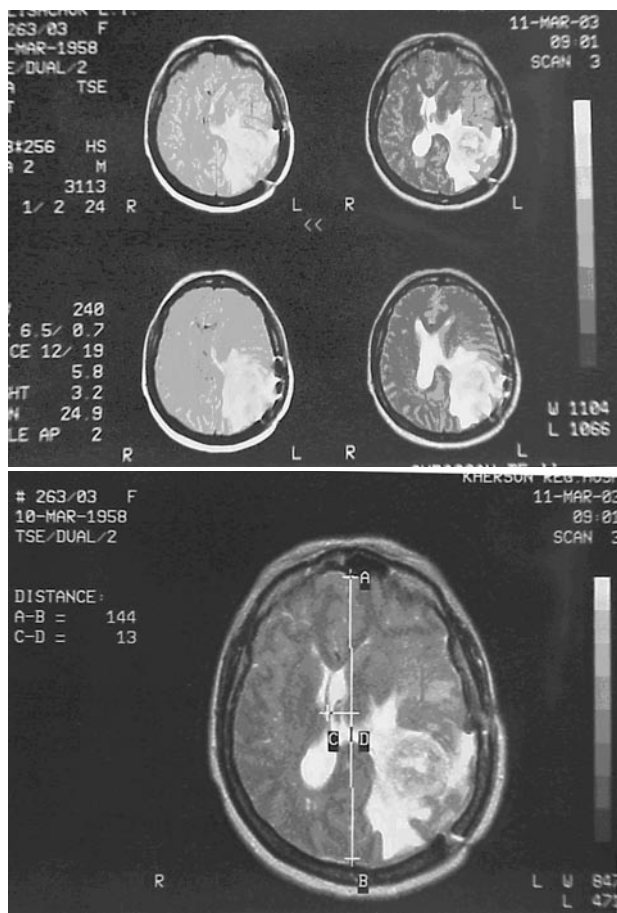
МР-томография до операции
